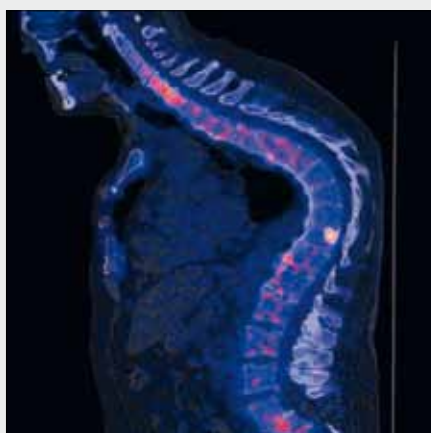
Increased osteoblastic activity in cervical hyperlordose in patient with ankylosing spondylitis, high turn-over osteoblastic metastasi in TH11 vertebral body. A, B – whole body MIP ^{18}F -NaF-PET images; C, D, E – spine images of CT, PET and PET/CT fusion
